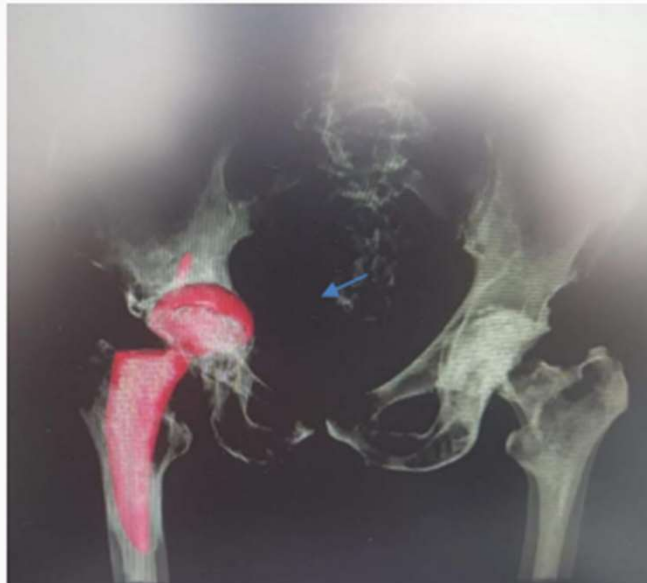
TAC preoperatoria donde se aprecia la protrusión acetabular y falla del implante.
